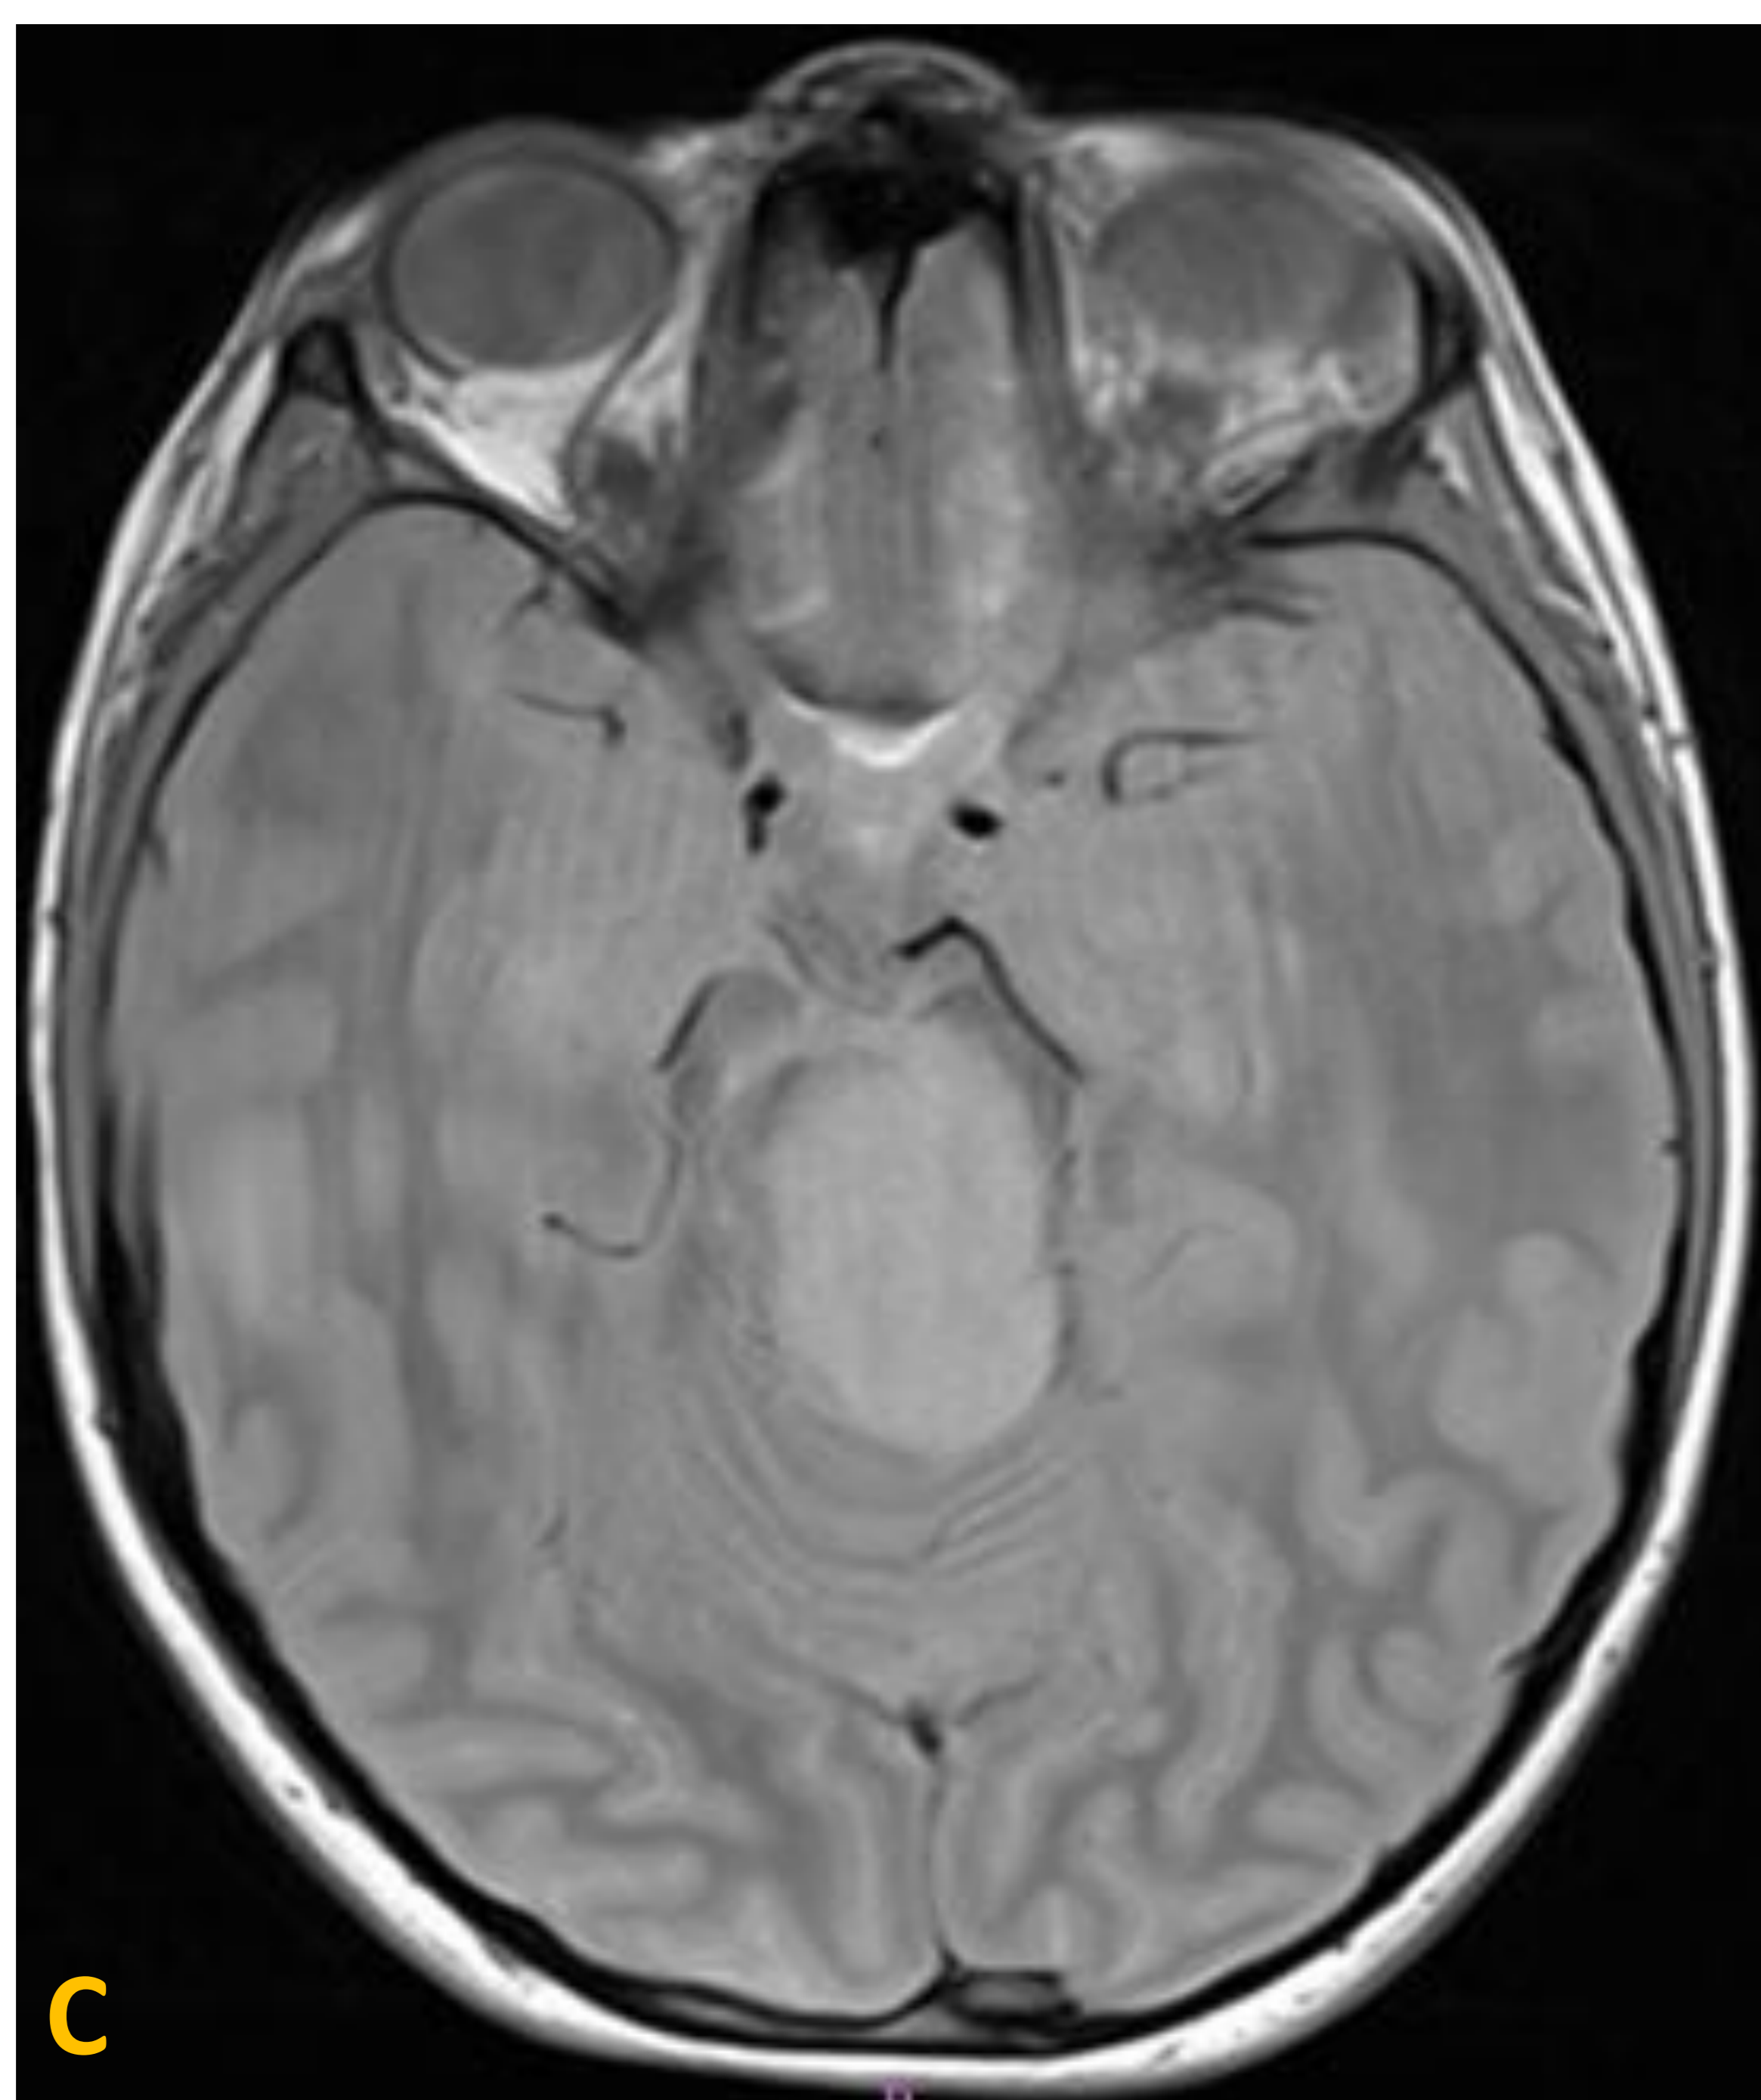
Secuencia T1 sin contraste en plano sagital (A). Secuencias en plano axial T2 (B) y DP (C). Secuencia FLAIR en plano axial (D). Masa troncoencefálica con epicentro en el mesencéfalo y extensión caudal y dorsal, con efecto masa sobre el IV ventrículo y obliteración del acueducto de Silvio que está provocando marcada hidrocefalia supratentorial. Presenta baja intensidad de señal en secuencias potenciadas en T1 e hiperintensidad de señal en secuencias potenciadas en T2, DP y FLAIR.
